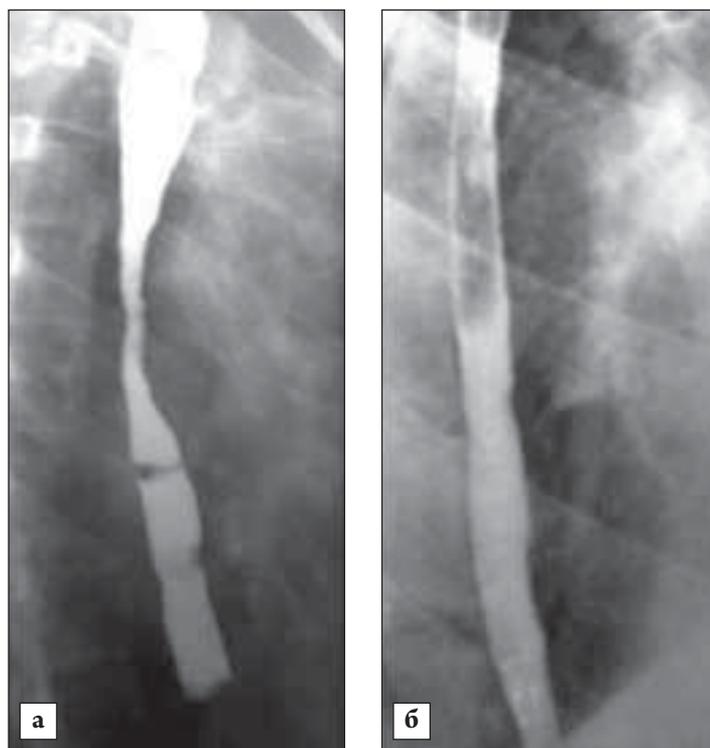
Рентгенологическая картина до (а) и после (б) гидробаллонной дилатации
